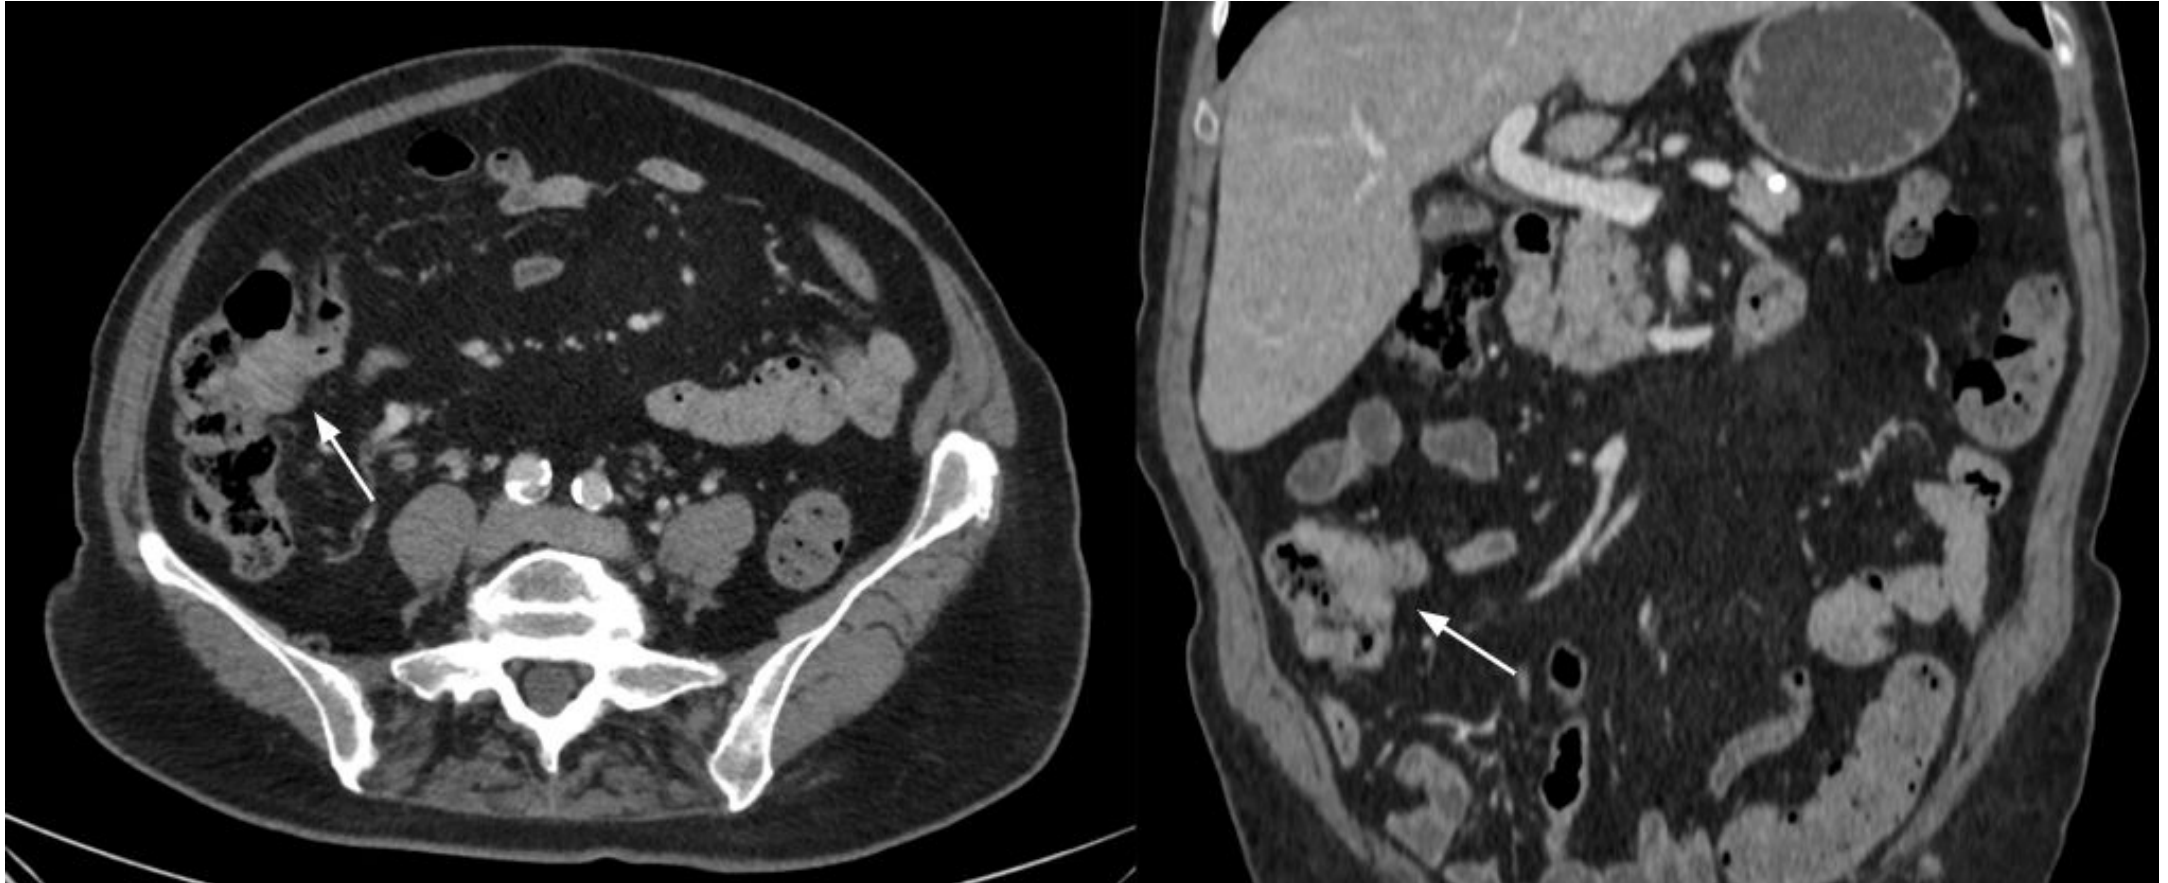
TC abdominal que muestra adenocarcinoma de la válvula ileocecal. Se identifica engrosamiento parietal focal en la pared medial del colon ascendente, en íntima relación con la válvula ileocecal (flechas).
